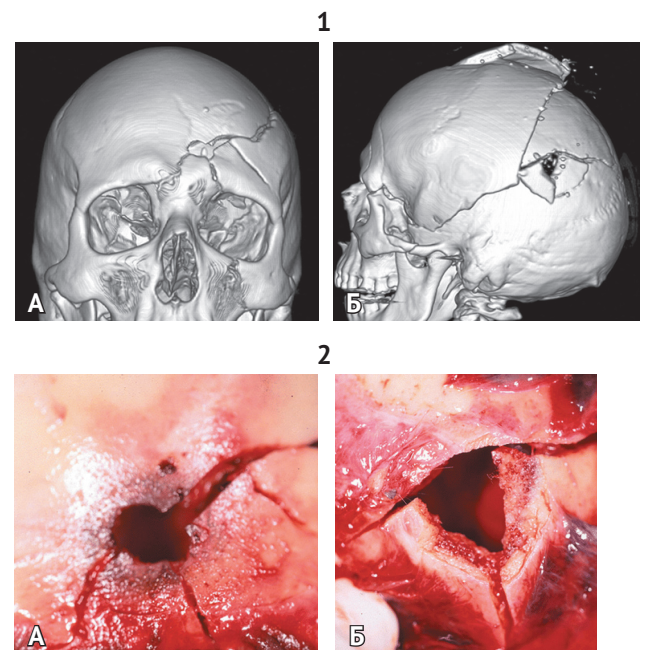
Сравнение мультиспиральной компьютерной томографии (3D-реконструкция) (1) и традиционного вскрытия (морфологическое исследование) (2) при огнестрельном ранении в голову. А — входное отверстие в лобной кости; Б — выходное отверстие в теменной кости
